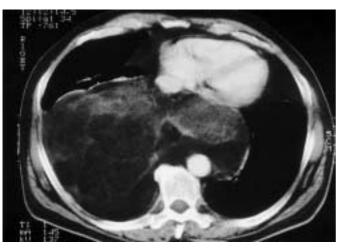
Computertomographie des Thorax (HR-CT, Mediastinalfenster).
